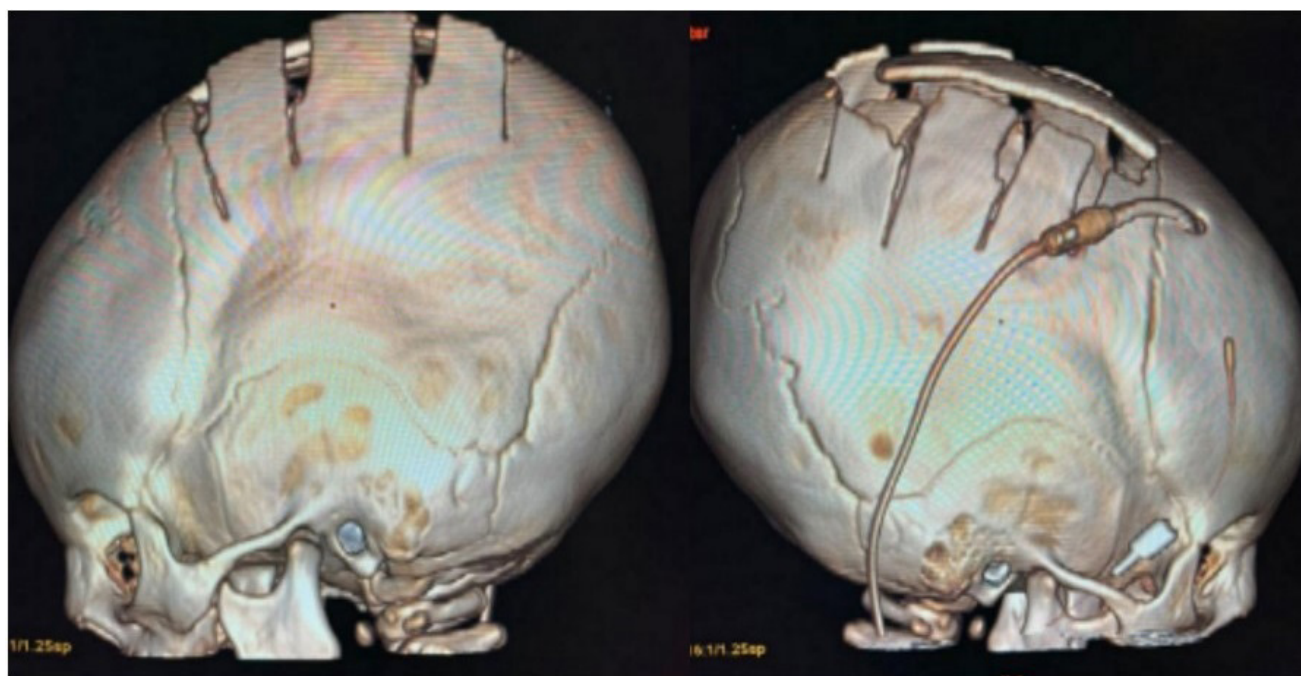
TC de controle do pós-operatório, Paciente 2.
